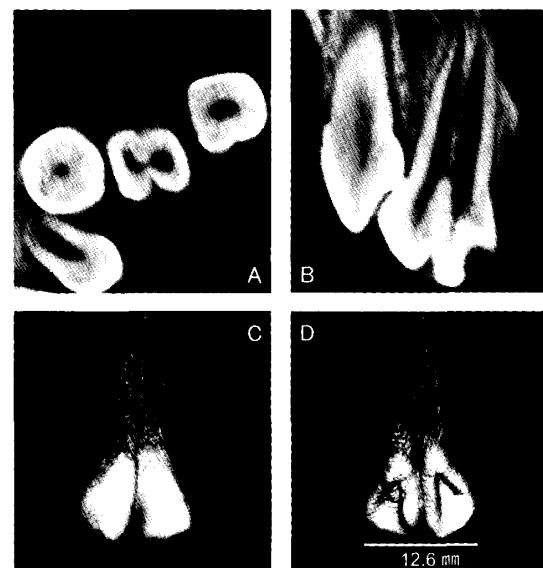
CT 画像（A: 水平断, B: 前額断, C D: 3D
